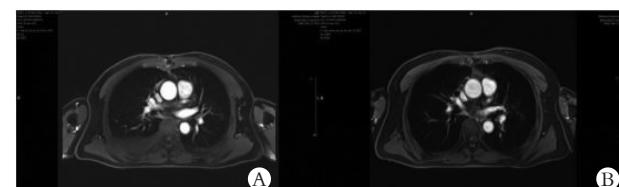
患者术后 1 个月放疗前、术后 3 个月放疗后 MRI
